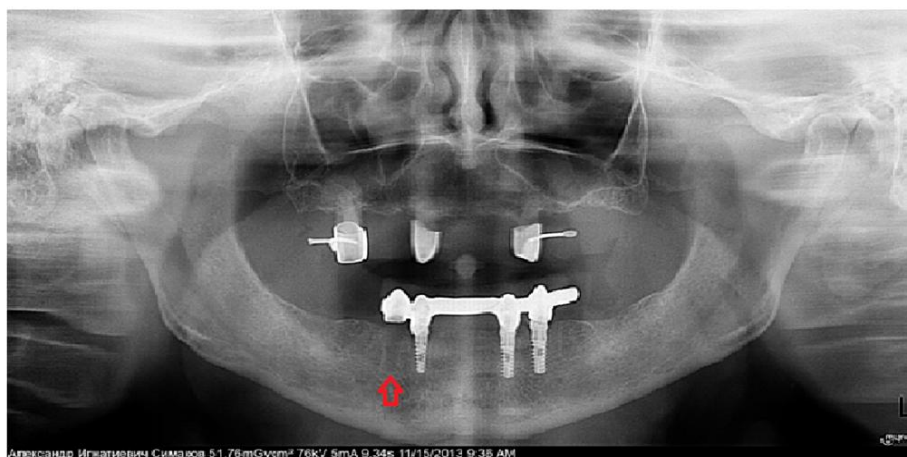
Ортопантомограма пацієнта С. контрольної групи через 6 місяців після імплантації. втрата одного з імплантатів внаслідок розвитку періімплантиту
